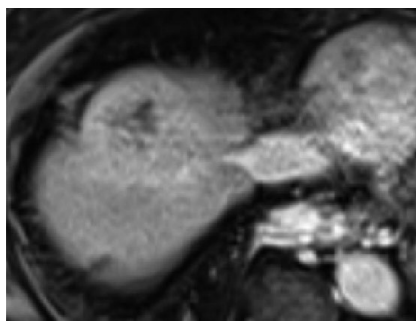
Опухолевый узел в S8 печени по данным МРТ после курса СРТ.
